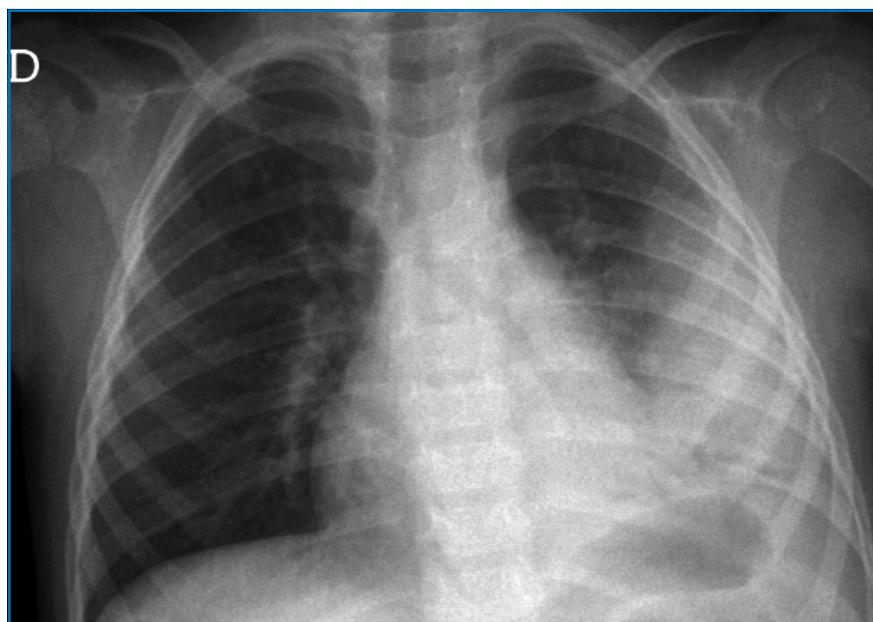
Radiographie du thorax de face : pleuropneumopathie gauche de moyenne abondance.
